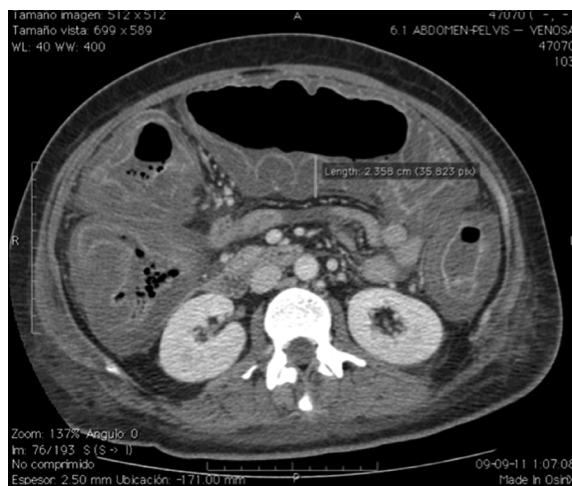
TC abdomen con evidencia de colitis extensa.
